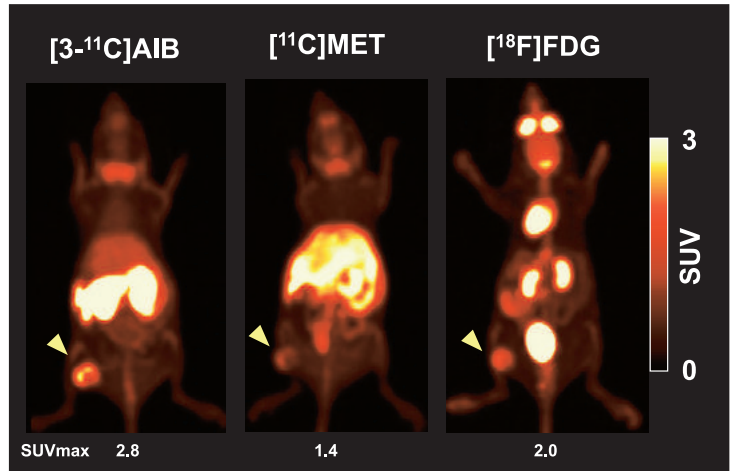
同一個体での[C-11] 3-C-AIB(左), [C-11]メチオニン(中央), [F-18]FDG(右)PETのMaximum Intensity Projection画像。黄色矢頭: 腫瘍。画像下の数値は、各薬剤の腫瘍のSUVmax
